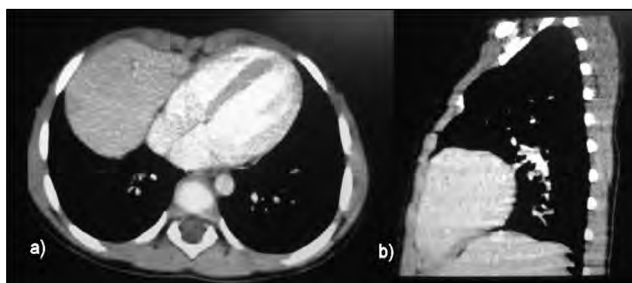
CT torace (a) secțiune transversal, (b) secțiune sagitală
